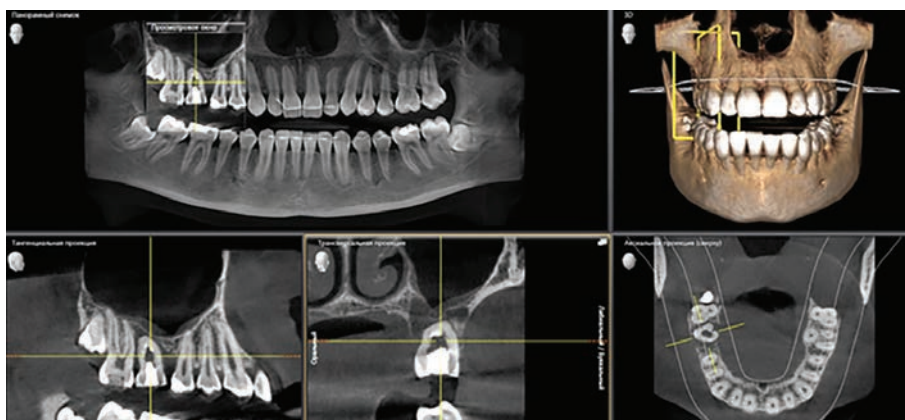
Конусно-лучевая компьютерная томограмма пациентки С. на этапе эндодонтического лечения через 14 дней после ауто-трансплантации.
